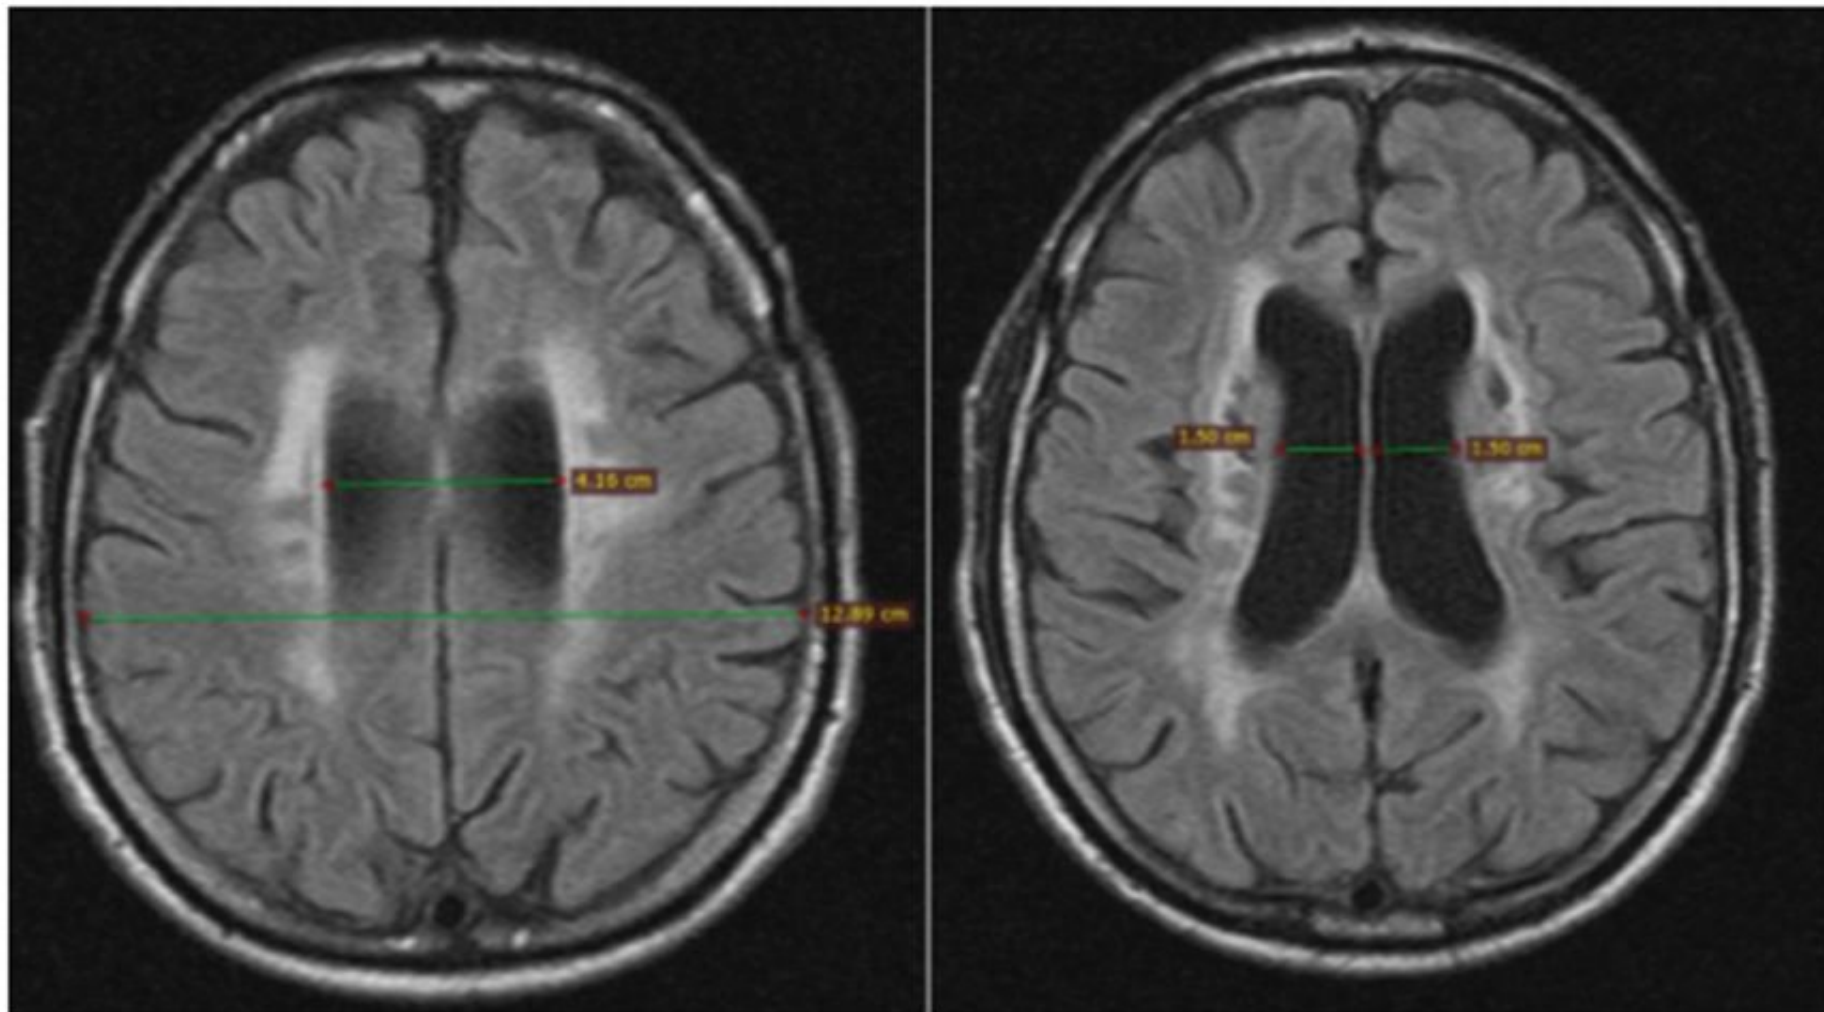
МРТ головного мозга, T2-FLAIR акс. сканы: симметричное расширение боковых желудочков с формированием умеренно выраженной бивентрикулярной внутренней гидроцефалии (индекс боковых желудочков – 32,3)
